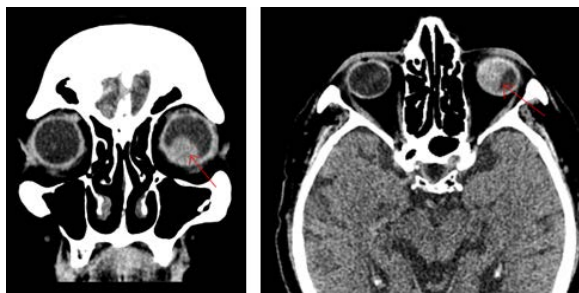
КТ опухоли глаза
